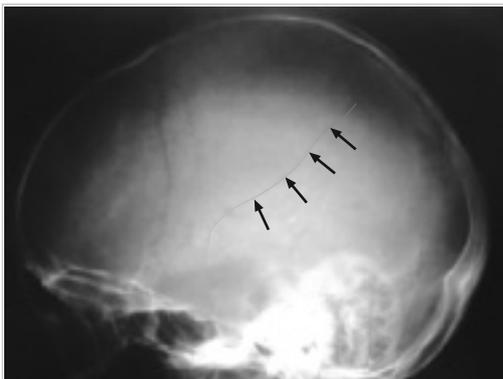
Kalottenfraktur. Die Röntgenaufnahme des Schädels zeigt eine feine Bruchlinie (Pfeile).
